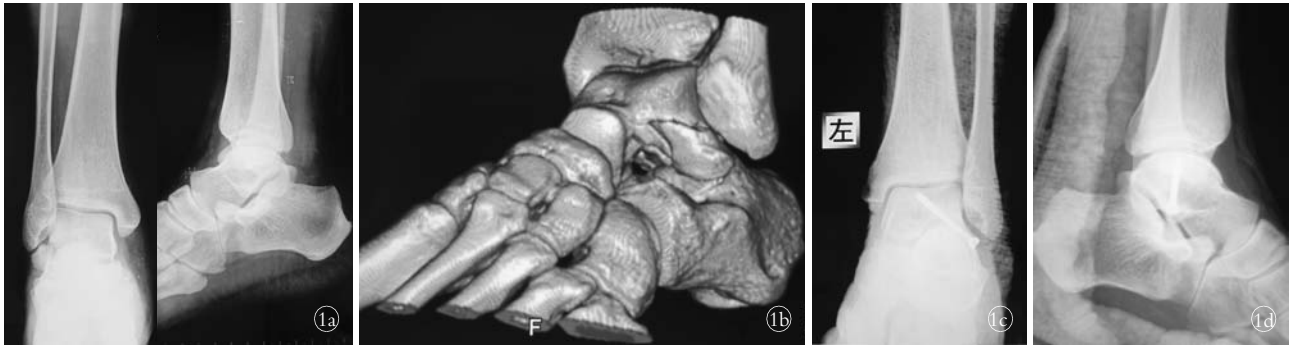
男,38 岁,距骨外侧突骨折 1a. 术前踝关节正位 X 线片见外踝内下方、距骨外侧下部边缘游离骨片,外踝形态正常;踝关节侧位 X 线片无异常 1b. 术前距骨三维 CT 重建可明确诊断 1c,1d. 术后踝关节正侧位 X 线片显示骨折已解剖复位,距下、距腓关节面平整
